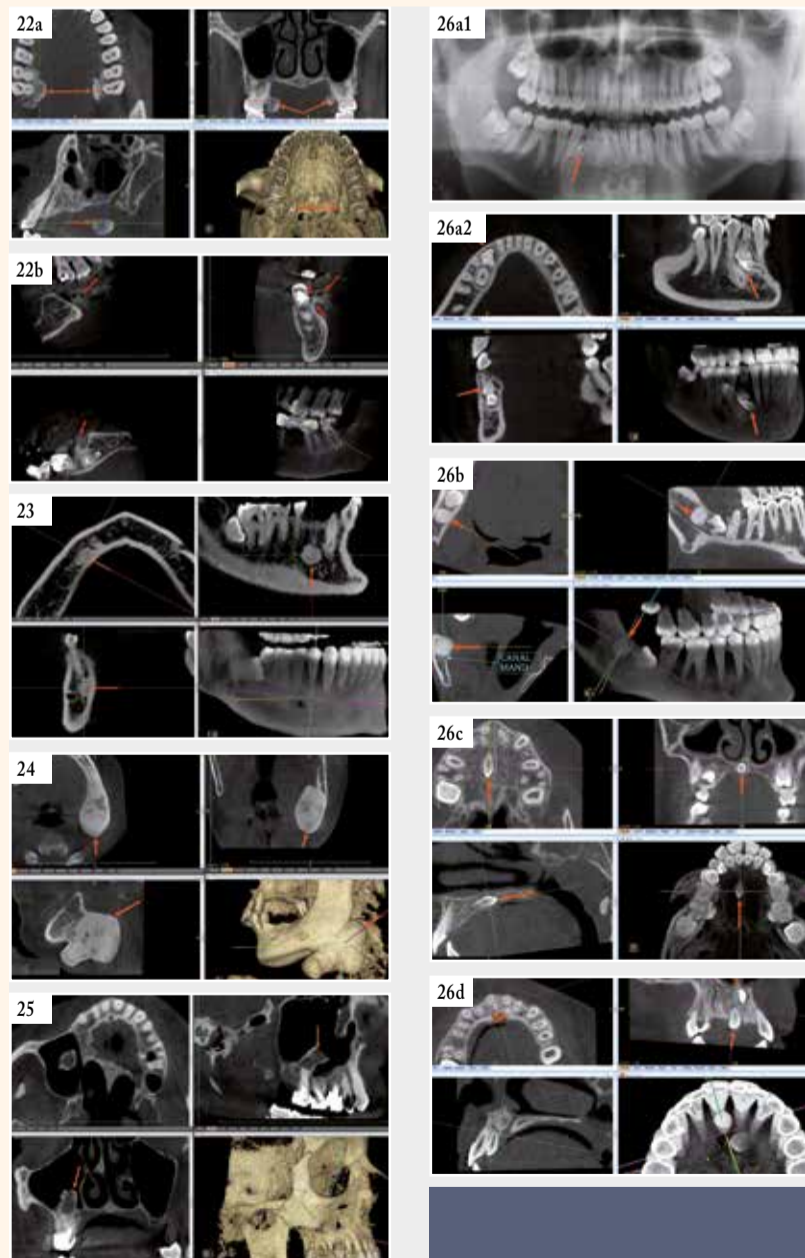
Exostose maxillaire sessile. | Fig. 22b : Exostose mandibulaire pédiculée. | Fig. 23 : Enostose ou ostéosclérose. | Fig. 24 : Ostéome mandibulaire. | Fig. 25 : « Ostéome pédiculé » du plancher du sinus maxillaire (Pasquet et Cavézian) Fig. 26a1 : Odontome composé (flèches). Panoramique. | Fig. 26a2 : Odontome composé (flèches). Cone beam. | Fig. 26b : Odontome complexe. | Fig. 26c : Odontoïde mesiodens simple. | Fig. 26d : Odontoïde mesiodens double, tête bêche.
